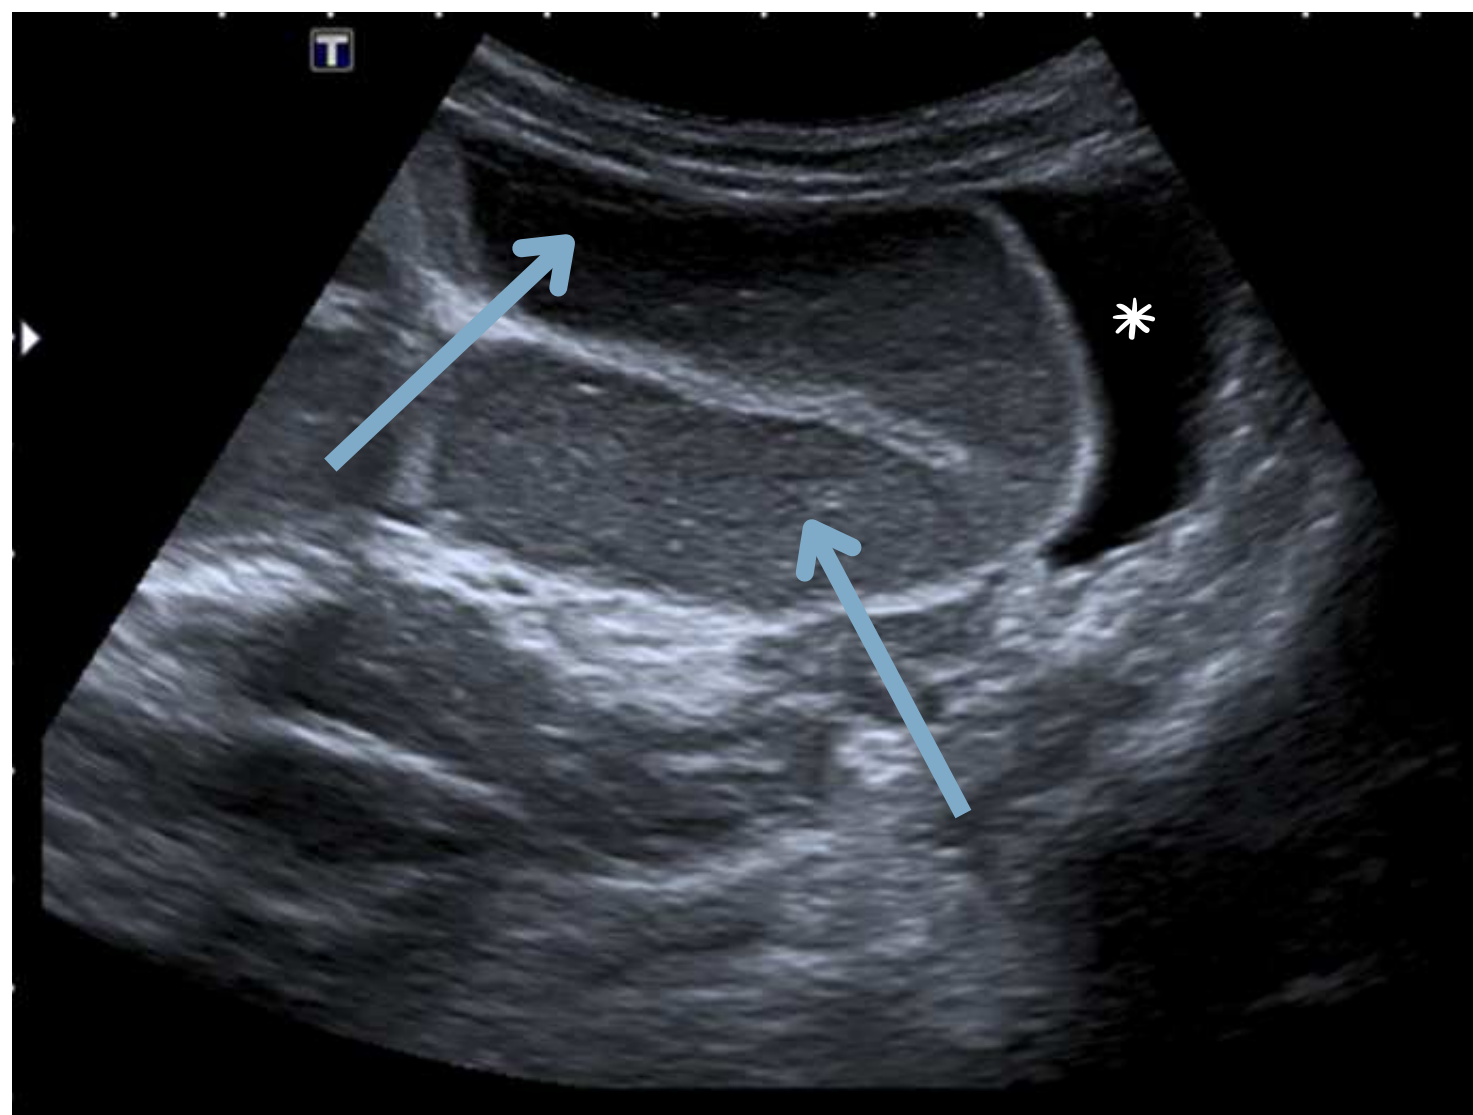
Niño de 7 años, vómitos de 10 horas de evolución de contenido bilioso. Ecografía abdominal sugestiva de suboclusión intestinal: dilatación de asas con contenido líquido (*flechas*) y líquido libre periasas (*). Cirugía → conducto onfalomesenterico (COM) permeable con base ancha en íleon y unión a la pared abdominal a nivel umbilical + brida fibrosa responsable de la torsión del intestino medio y la obstrucción intestinal. Exéresis del COM permeable → AP: DM.
